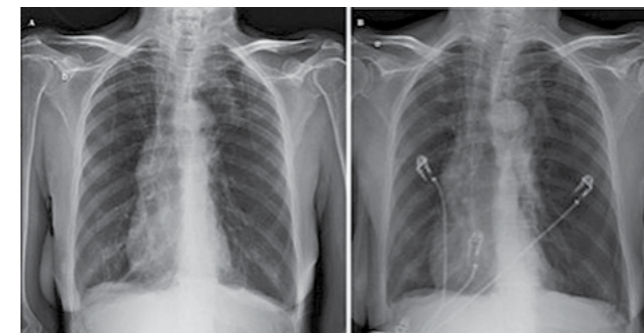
1A - Radiografia de tórax em PA revelando hiperinsuflação e radiotransparente, onde não se evidenciou trama vascular em ápice do pulmão esquerdo. 1B - Radiografia de tórax revelando pneumotórax hipertensivo à esquerda, com desvio das estruturas mediastinais para direita e rebaixamento da cúpula diafragmática esquerda.
